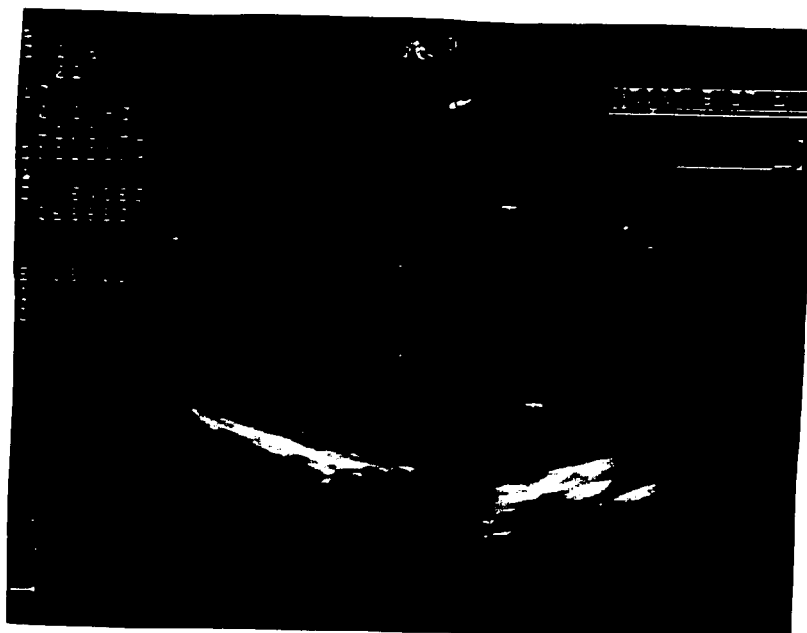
B Ecocardiograma transtoracico. En el eje largo paraesternal se observa dilatación de la raíz aórtica, de la aorta ascendente (diámetro 50 mm)
